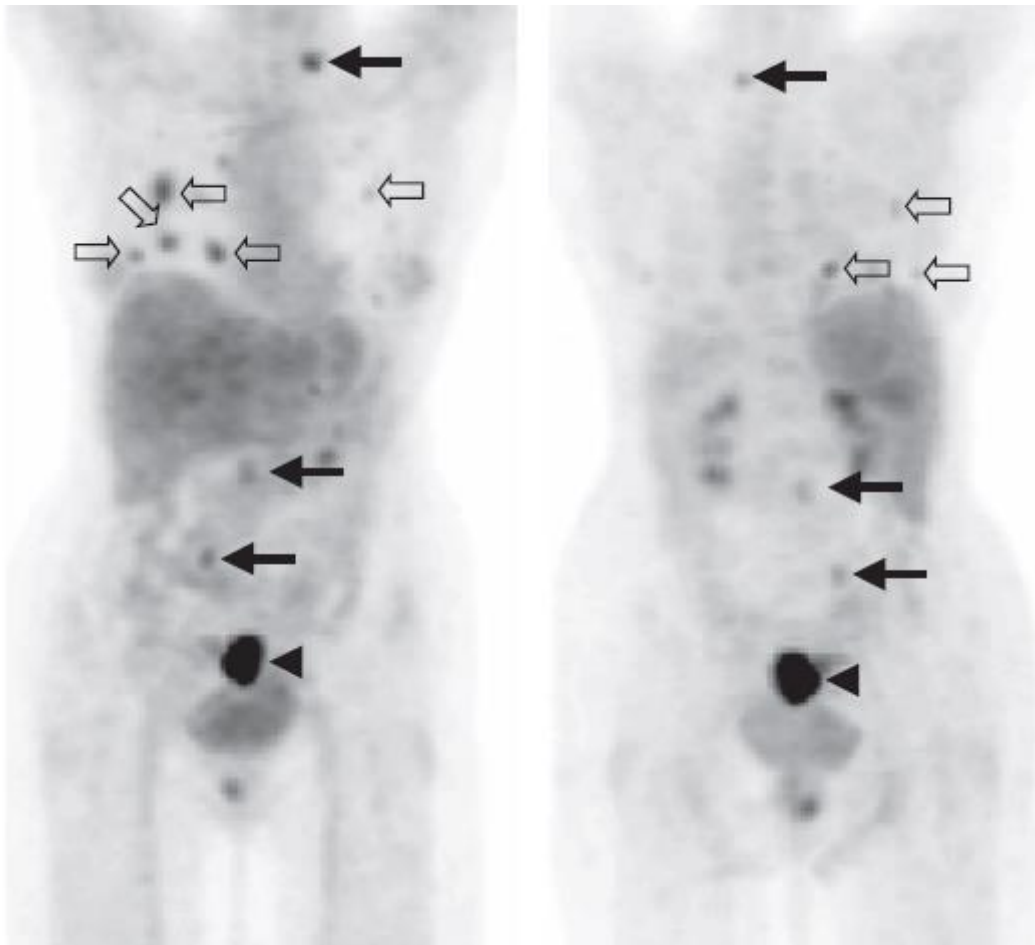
Cancer de l'endomètre avancé. Antérieur (gauche) et postérieur (droite) images de la TEP-FDG montrent une accumulation focale de FDG dans le pelvis (pointes de flèches), ce qui correspond au cancer de l'endomètre diagnostiqué chez la patiente. De multiples foyers de fixation accrue du FDG sont observés dans les deux poumons (flèches ouvertes) ce qui correspond à des métastases pulmonaires. Plusieurs foyers de fixation du FDG (flèches pleines) sont observés dans la thorax (supraclaviculaire gauche), l'abdomen (para-aortique) et le pelvis (iliaque commun droit), ce qui correspond à une maladie métastatique aux ganglions lymphatiques.(142)
